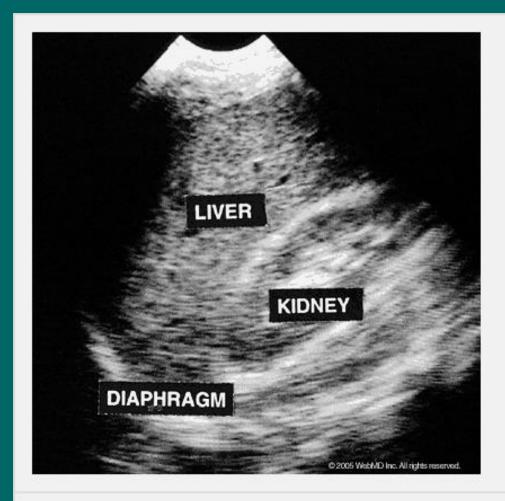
Sagittal ultrasound image of liver, kidney, and diaphragm yields normal findings.
